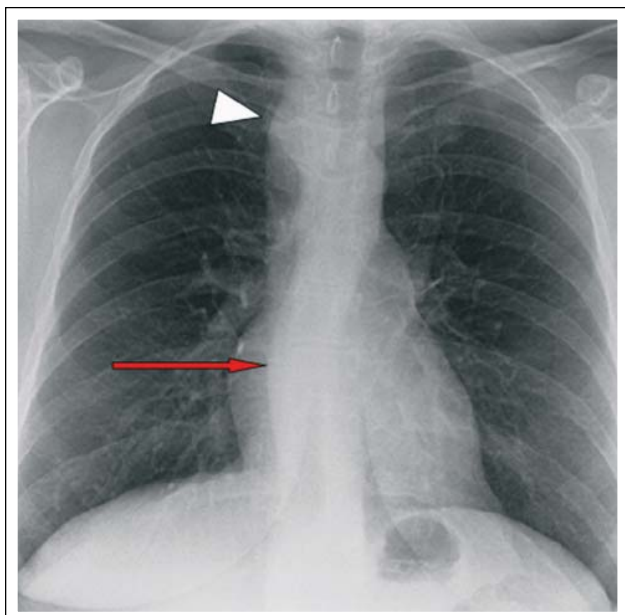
Thorax-Röntgen (p.-a.). Der Herzschatten und die Lungenfelder sind unauffällig. Ein rechtsseitiger Aortenknopf (weißer Pfeil) und eine rechts verlaufende Aorta descendens (roter Pfeil) weisen auf die AOB-Anomalie hin. (Mit freundlicher Genehmigung von Herrn Dr. med. J. Seemann, CA der Klinik für Radiologie und Neuroradiologie, Klinikum Barnim GmbH, Werner Forßmann Krankenhaus Eberswalde.)
